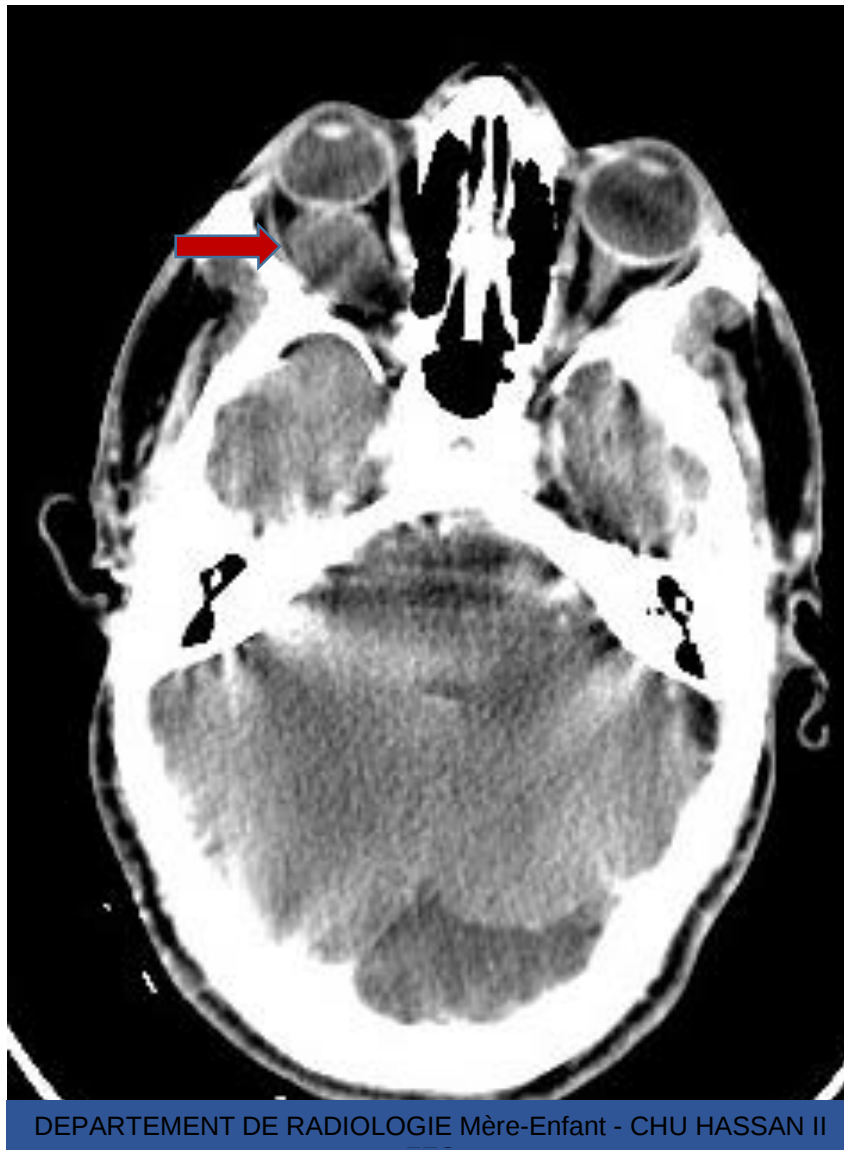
TDM orbitaire en coupe axiale après injection de produit de contraste du même patient sus-décrit ne montrant pas de modification de la masse kystique après injection de produit de contraste.
